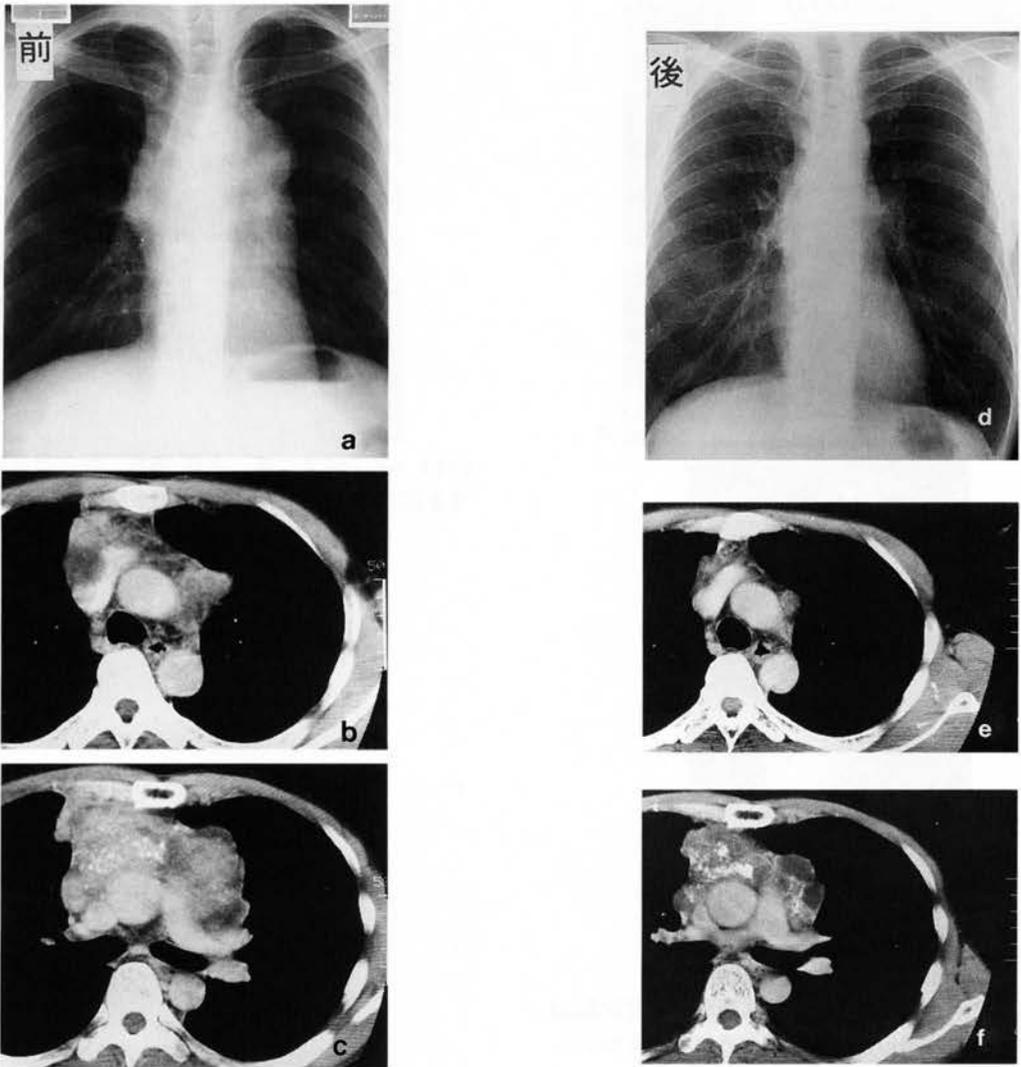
AY、46才、男。胸部単純写真及びCT、放化疗前(a、b、c)と放化疗後(d、e、f。CDDP 120mg、VP-16 150mg、Rad 20Gy)。胸腺癌の全切除、心嚢、両肺部分及び両横隔神経合併切除を行った。
